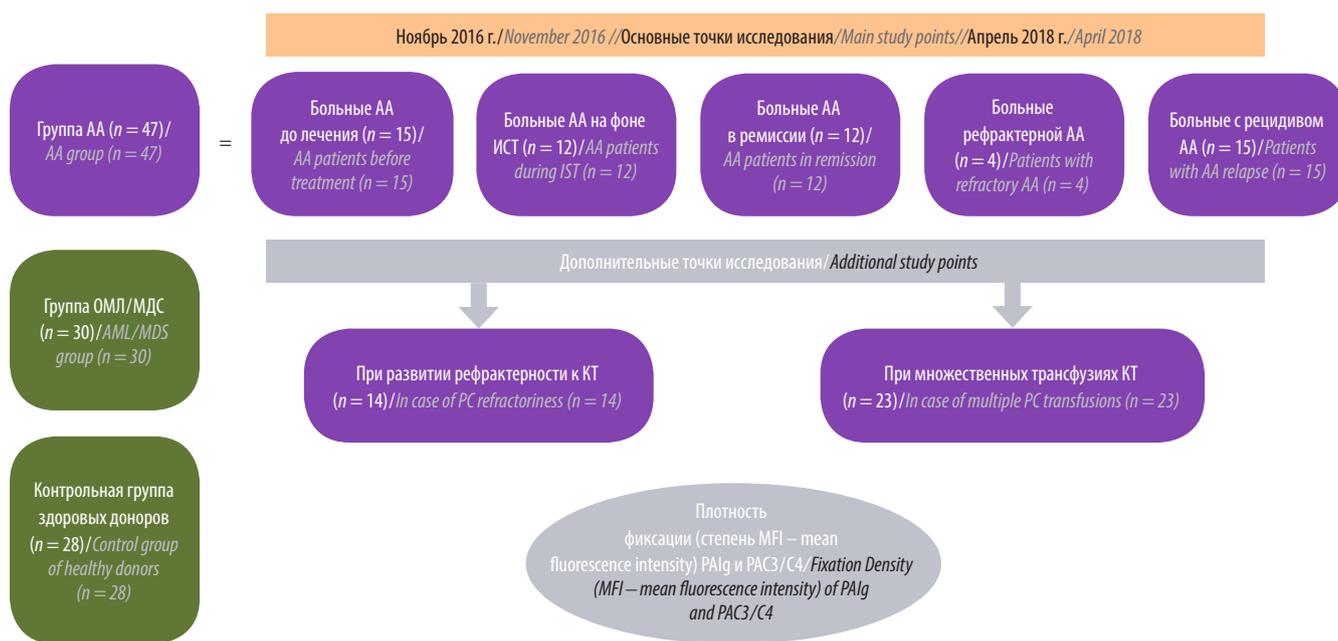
Дизайн исследования. АА – апластическая анемия; ОМЛ – острый миелоидный лейкоз; МДС – миелодиспластический синдром; ИСТ – иммуносупрессивная терапия; КТ – концентрат тромбоцитов
